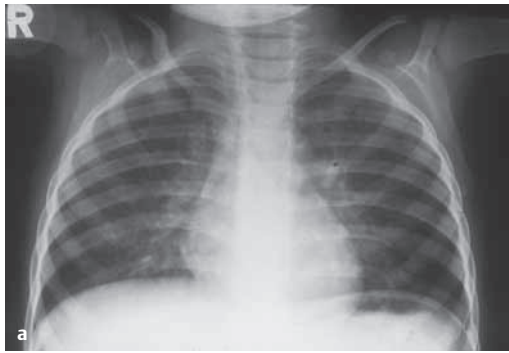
Röntgen-Thorax Aufnahmen bei Mukoviszidose im Verlauf. Die Aufnahmen zeigen dieselbe Patientin im Alter von 2, 6 und 24 Jahren. a 2-jährige Patientin, b 6-jährige Patientin, c 24-jährige Patientin, Übersichtsaufnahme, d 24-jährige Patientin, seitliche Aufnahme.
